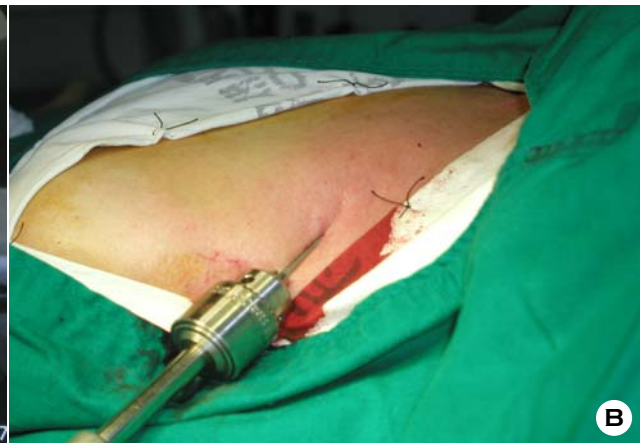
The radiograph (A) and the picture.
